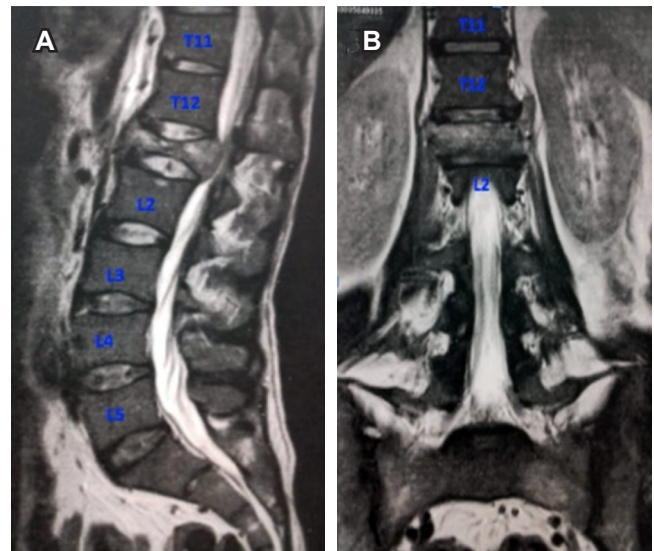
Resonancia magnética en cortes sagital (A) y coronal (B) que muestran una fractura por compresión secundaria a destrucción vertebral por metástasis de carcinoma epidermoide.
